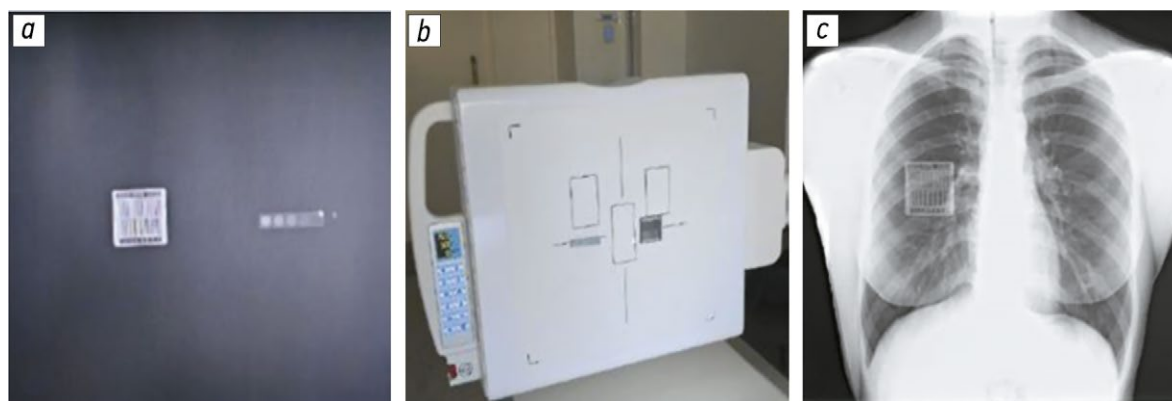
Тест-объекты для оценки влияния на контрастность и пространственное разрешение: *a* — рентгенография тест-объектов; *b* — расположение тест-объектов за приёмником; *c* — рентгенограмма фантома с одновременным расположением тест-объектов.
